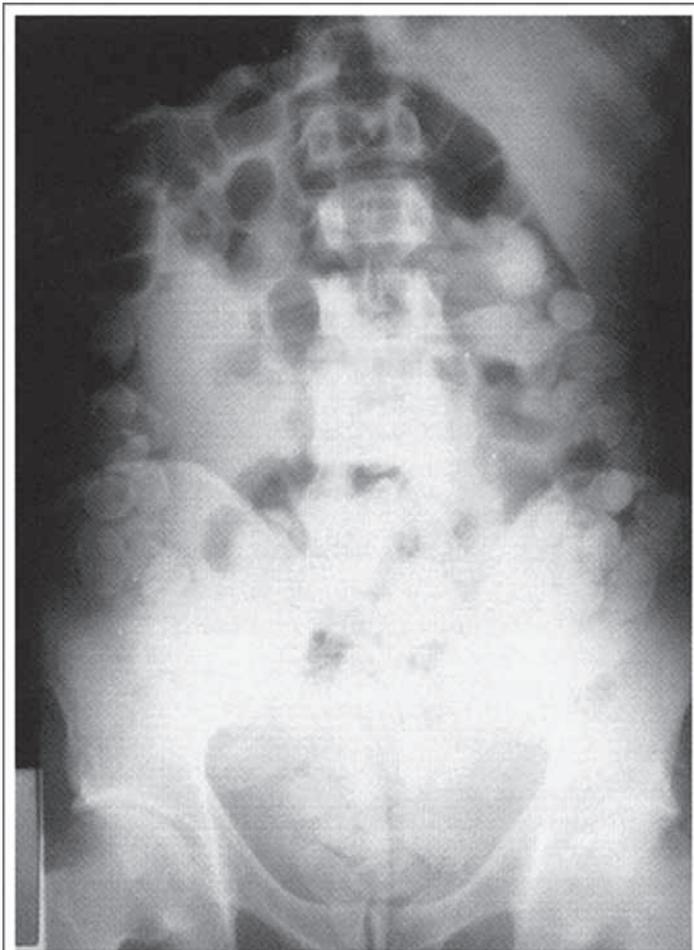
Radiografía simple de abdomen que muestra la presencia de gran cantidad de paquetes de droga en el intestino (body-packer).
